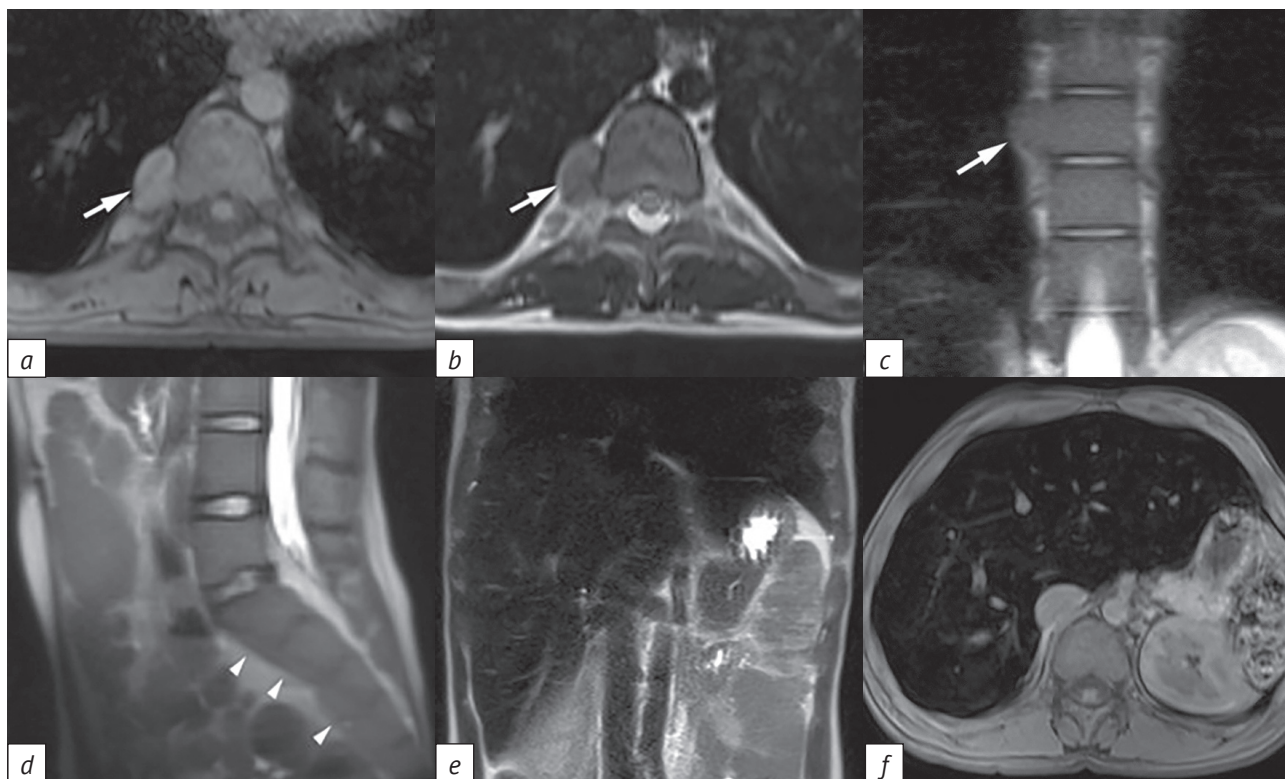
МРТ брюшной полости. На аксиальных T1-ВИ (a) и T2-ВИ (b), а также на корональных T2-ВИ (c) отмечается единичное паравертебральное образование солидной структуры (стрелки), представляющее собой узел экстрамедуллярного гемопоэза. На T2-ВИ в сагиттальной плоскости (d) визуализируется пресакральная гомогенная масса, сливающаяся с передней поверхностью крестца, которая представляет собой результат гиперплазии костного мозга, выходящего за пределы губчатого вещества. На T2-ВИ в корональной (e) и T1-ВИ в аксиальной (f) плоскостях выявляется увеличенная печень со значительно сниженным сигналом, сопоставимым с тканью легкого, за счет отложения железа в рамках гемосидероза
